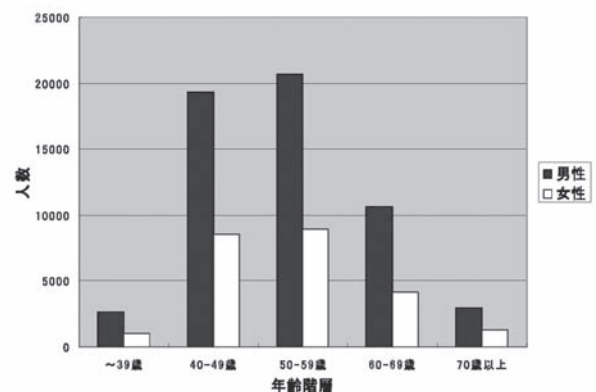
年齢階層別 CT 肺癌検診受診者分布（3年集計群）
